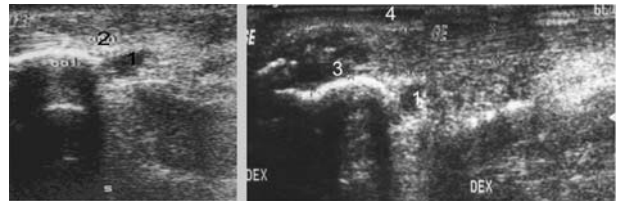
При УЗИ наблюдается утолщение правого ахиллового сухожилия и снижение его эхогенности. Структура сухожилия неоднородна за счет мелких гиперэхогенных включений (отложений солей кальция), определяются признаки преахиллярного бурсита, снижение эхогенности паратенона (1 — преахиллярный бурсит, 2 — ахиллово сухожилие, 3 — фокальная тендинопатия (слева), 4 — паратенон (соединительнотканная прослойка вокруг сухожилия).
